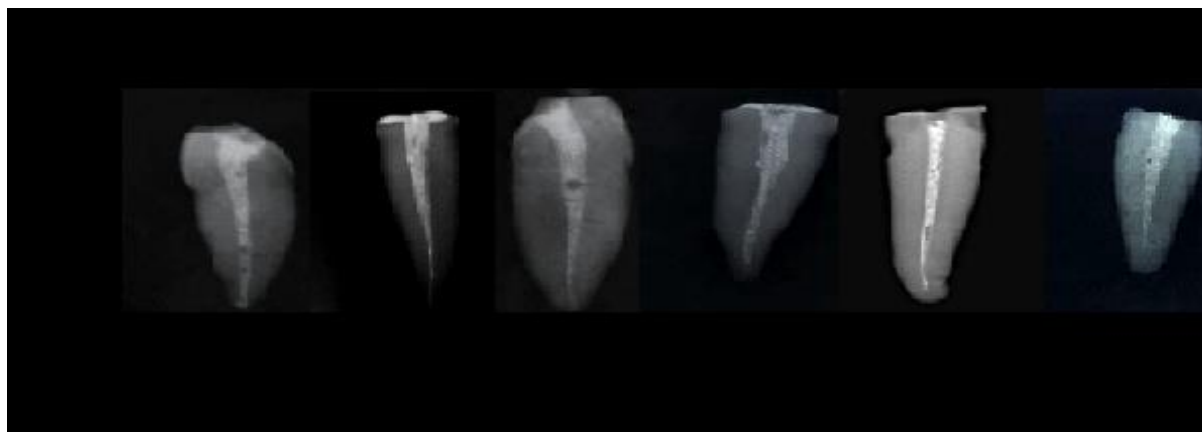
Radiografias (mesio/distal) para confirmar o preenchimento da pasta com Ca(OH)_2 nos canais radiculares.
